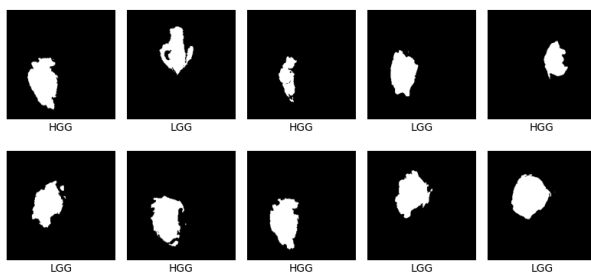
Примеры бинарных масок новообразований головного мозга соответствующих МРТ-изображениям, представленным на рисунке 1
